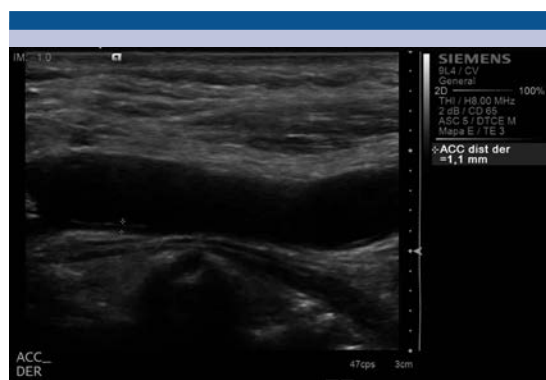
Ultrasonido en escala de grises, donde se identifica engrosamiento de la íntima/media de 1.1 mm, localizado en la pared posterior de la arteria carótida común derecha.
